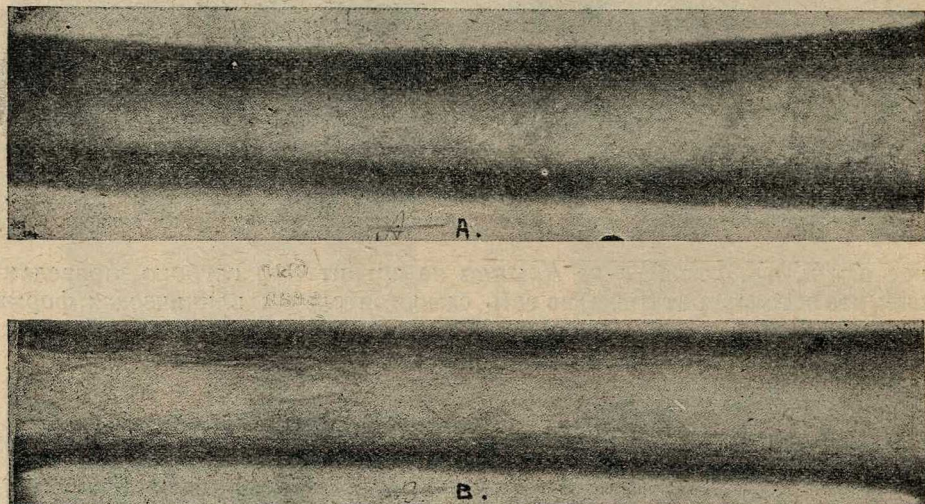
Рентгенограмма (диапозитив).—А. Контроль (норма), диафиз бедренной кости. В. (Мужчина 38 лет) истончение кортикального слоя бедренной кости.
